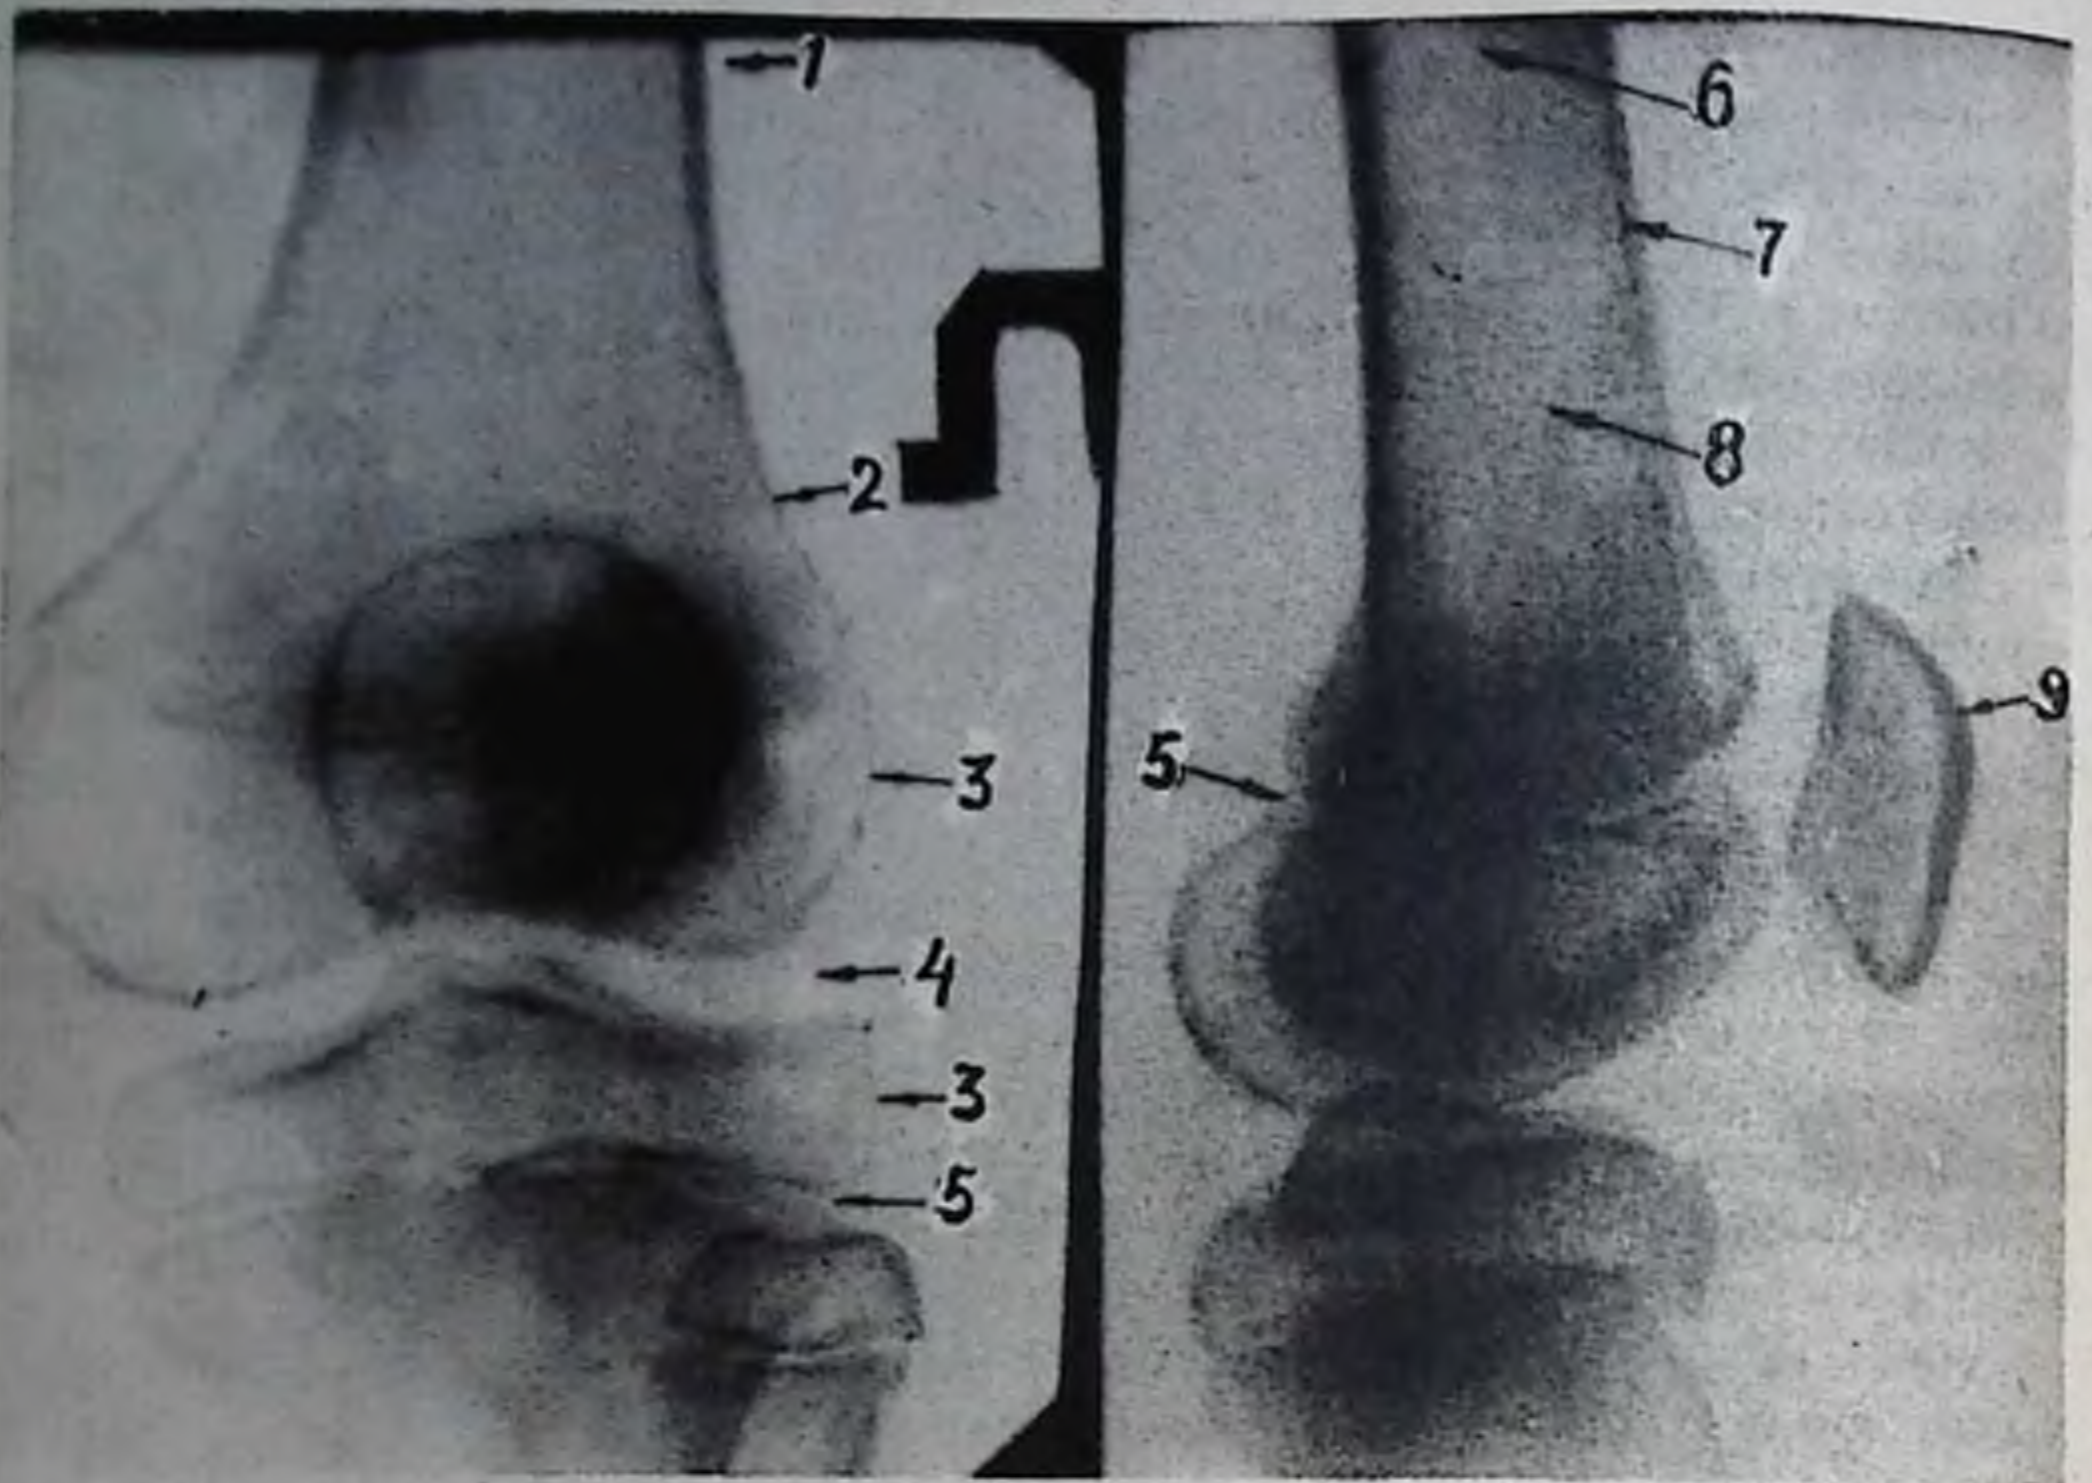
Рентгенограмма костей левого коленного сустава в двух проекциях (растущая кость):
